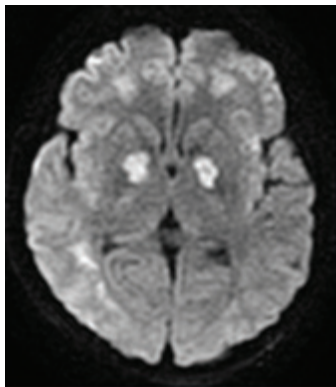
(справа). Тот же больной. При МРТ симметричный билатеральный патологический гиперинтенсивный сигнал на DWI в области бледных шаров (отек)
